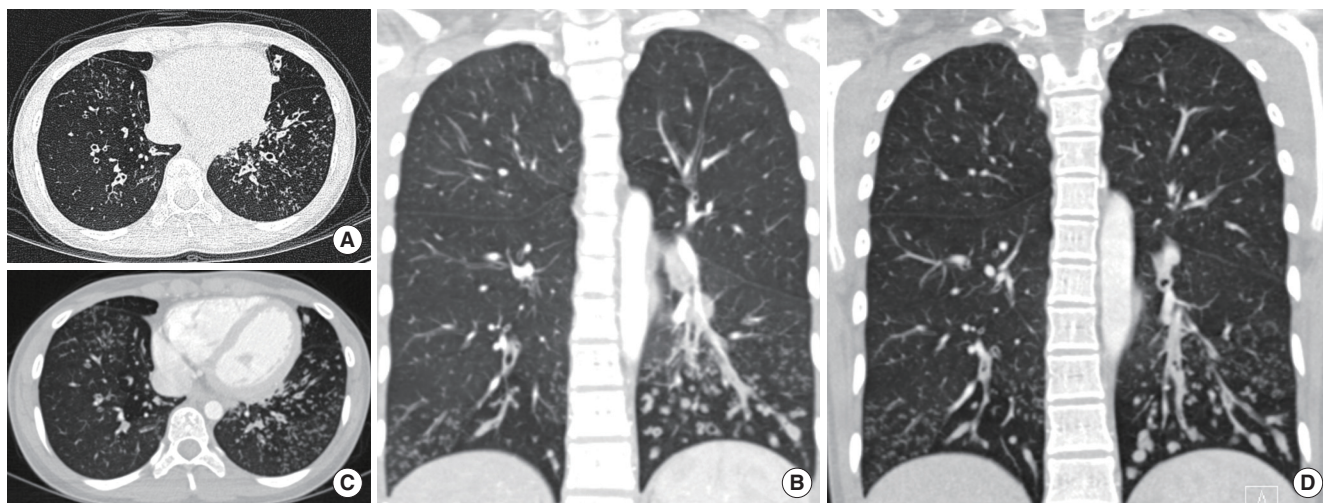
Chest computed tomography at initial diagnosis (A, B) and before treatment (C, D).
